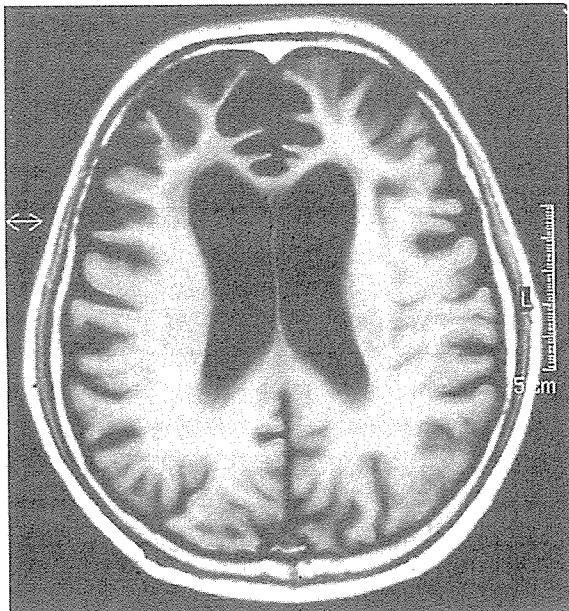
FTD (Pick型) 患者の頭部 MRI T1 強調像
